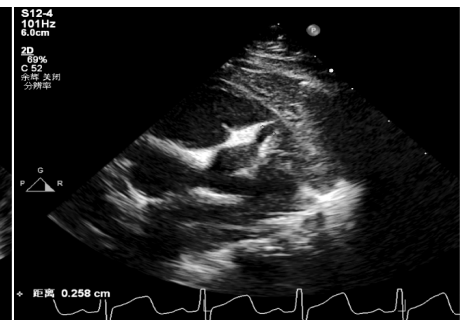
超声心动图示川崎病患儿左冠状动脉主干、前降支、旋支扩张
